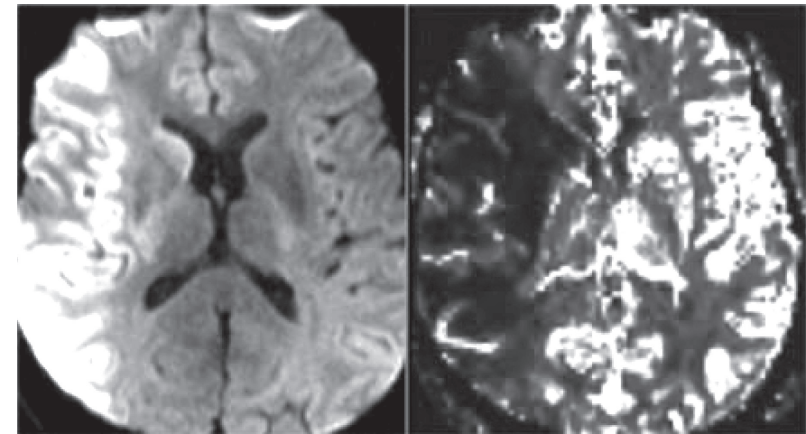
МРТ диффузно-взвешенное изображение и режим перфузии, показывающие объем поражения при ишемическом инсульте в бассейне правой средней мозговой артерии
